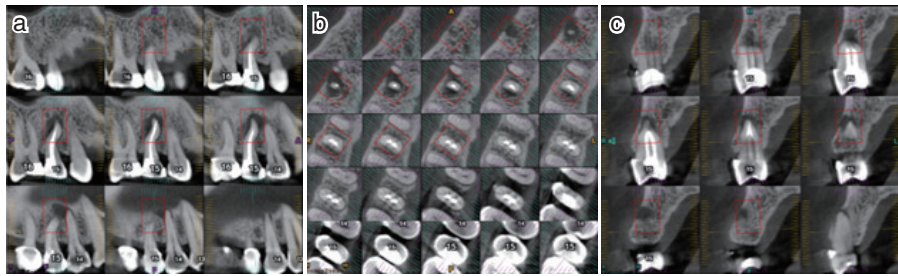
15 CBCT影像。a为15根尖处充填物密合;b为15根尖区病变与14根尖病变区连通;c为CBCT示15牙根无明显根裂
